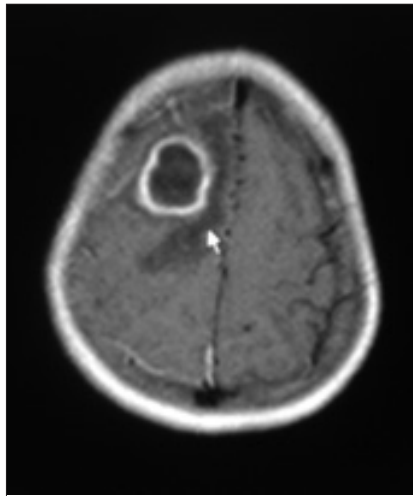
TAC cerebro prequirúrgica: se observa quiste frontal derecho, de paredes gruesas e importante edema perilesional.
